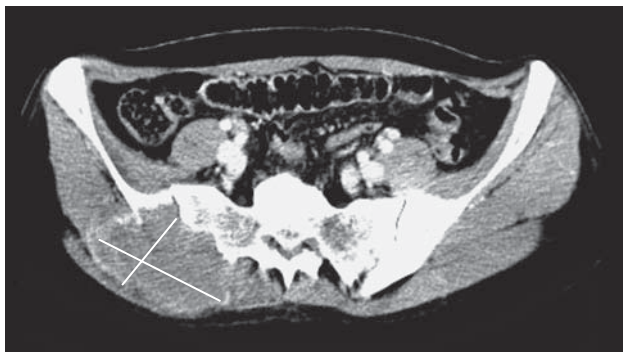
КТ-изображение органов малого таза. Измерение мягкотканного компонента метастаза рака щитовидной железы в правую подвздошную кость.
